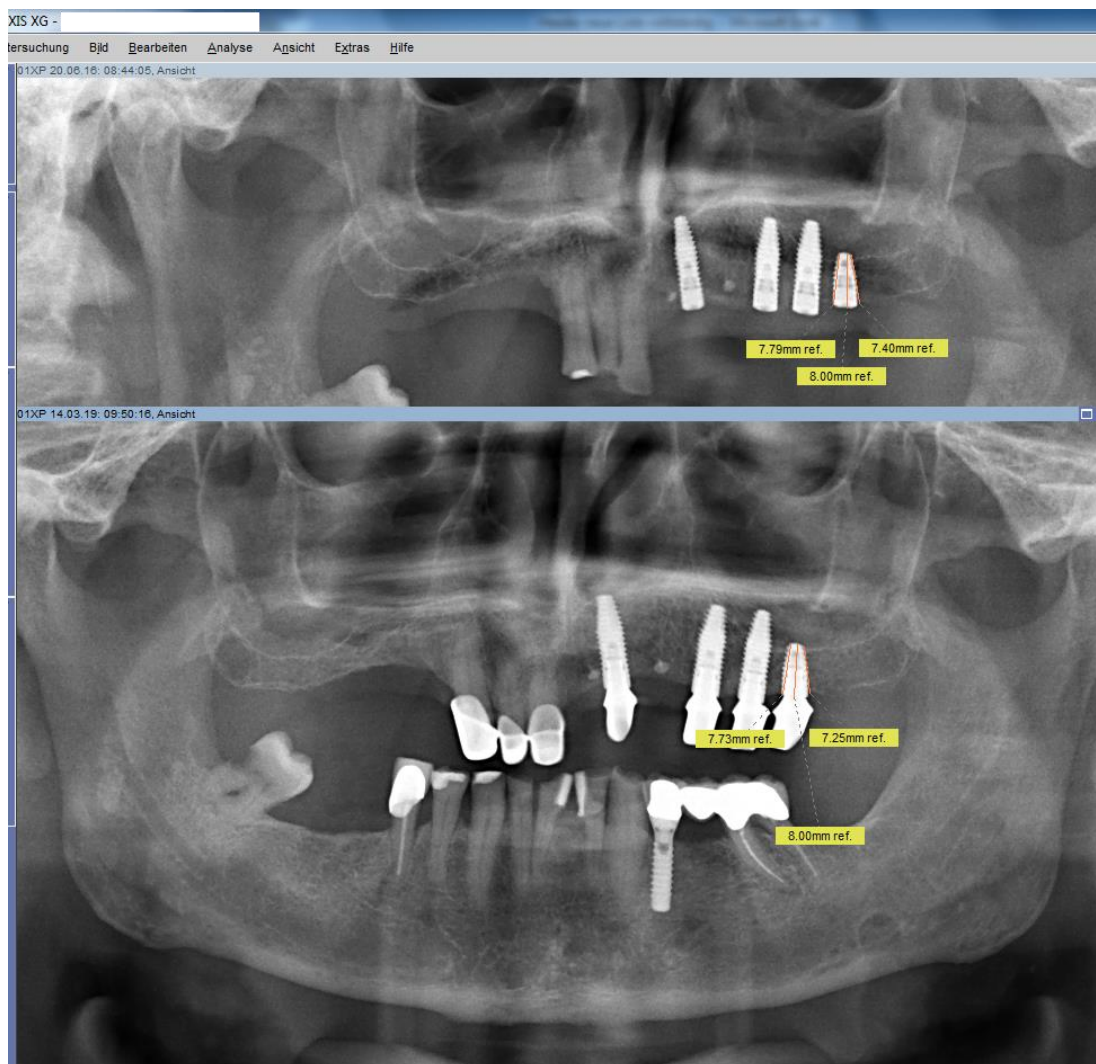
Röntgenologische Ermittlung des marginalen Knochenverlustes
